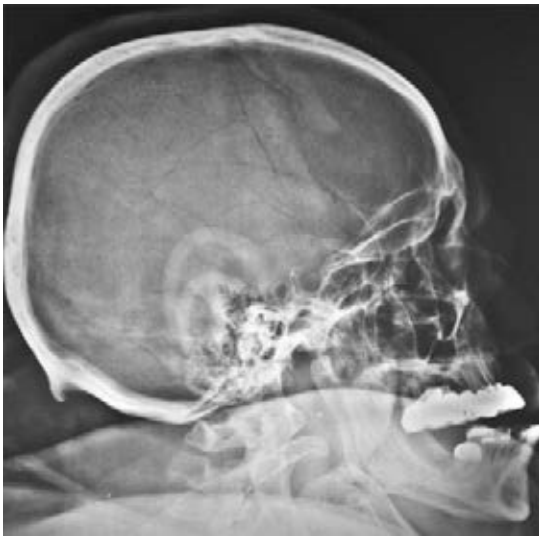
Radiografía de cráneo, sin evidencia de lesiones líticas.
